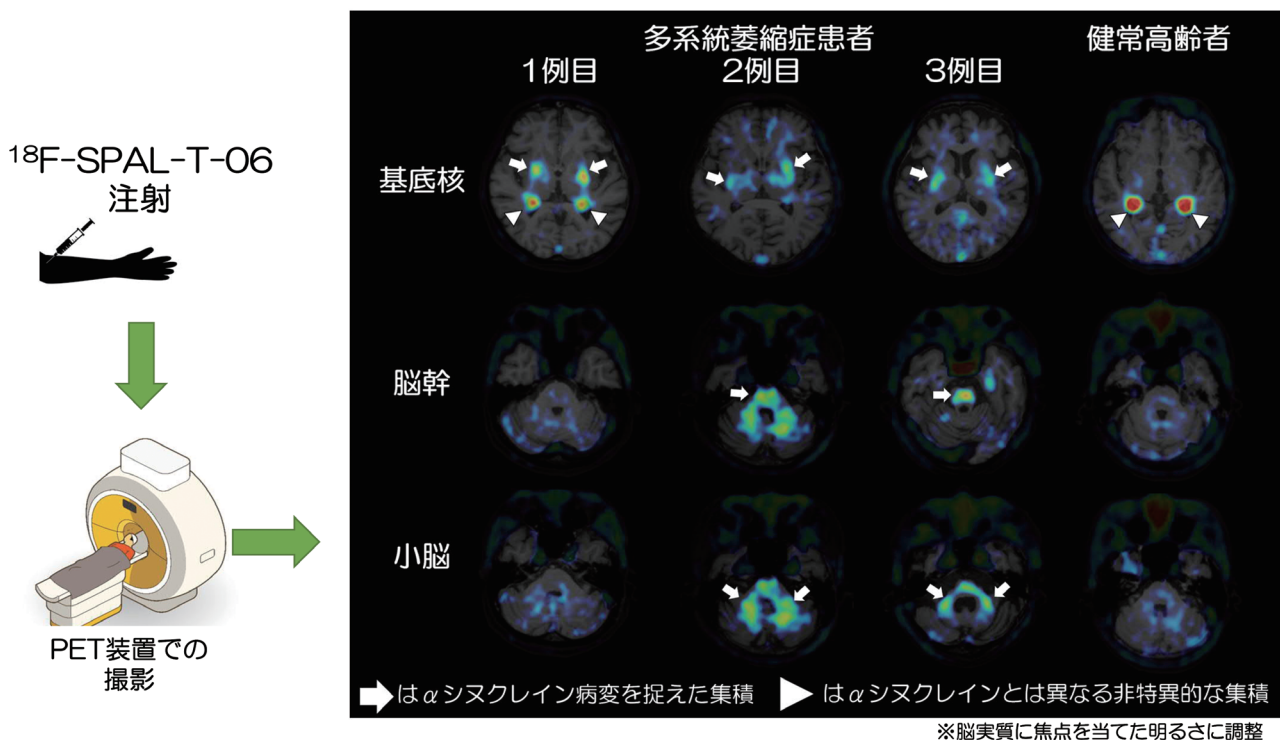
^{18}F -SPAL-T-06 静脈内投与 100-120 分後に撮像した、多系統萎縮症患者と健常高齢者における PET 画像の比較
